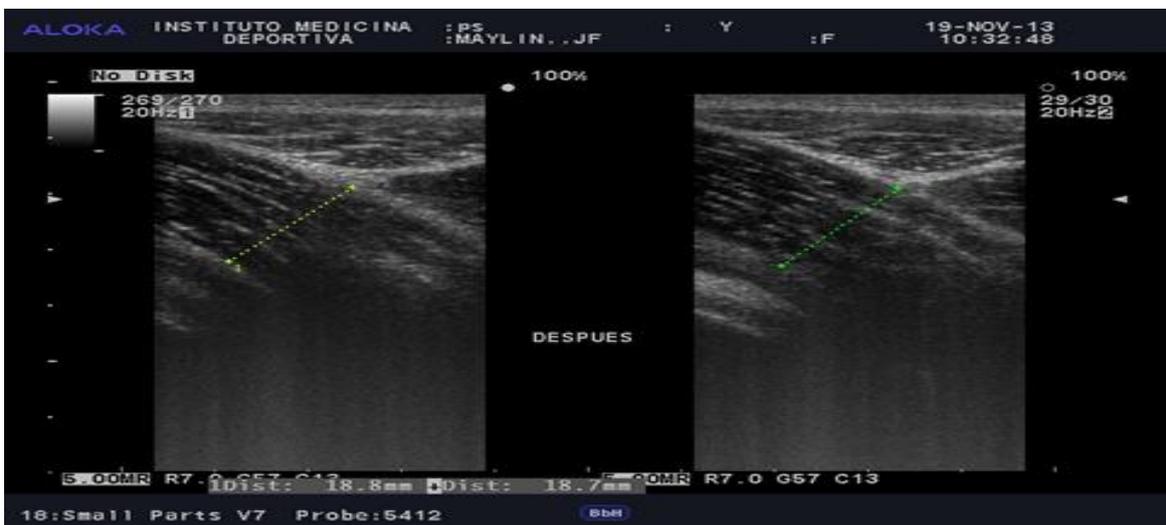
Ecografía posterior a la liberación del Psoas.
